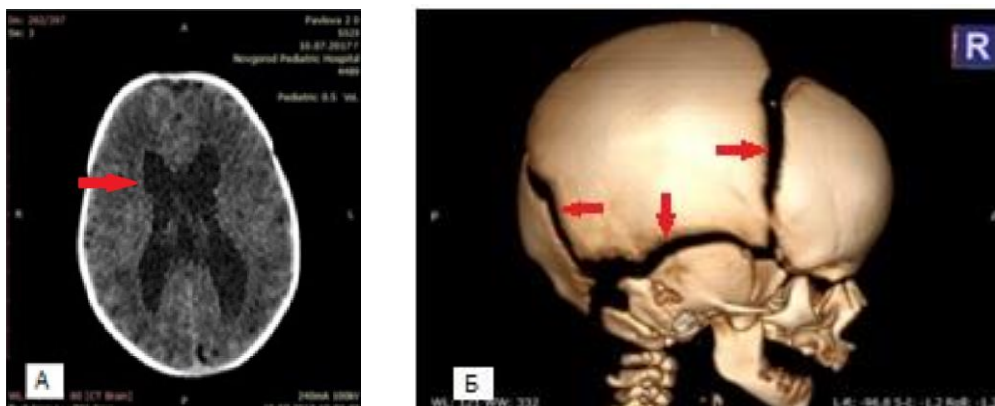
Больная Г-ва В.Д., 3 месяца, (И/б№ 27440/С2017), д-з: Декомпенсированная гидроцефалия. МСКТ головного мозга: А – аксиальный срез, Б – 3-D реконструкция костей черепа. Визуализируется венрикуломегалия и расхождение черепных швов (указаны стрелками).
